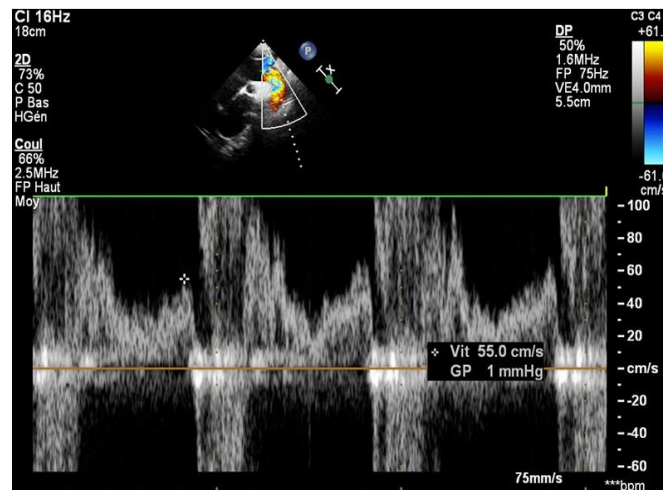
Mesure de l'effet Doppler télédiastolique au Doppler pulsé au niveau de l'isthme de l'aorte en incidence suprasternale.
